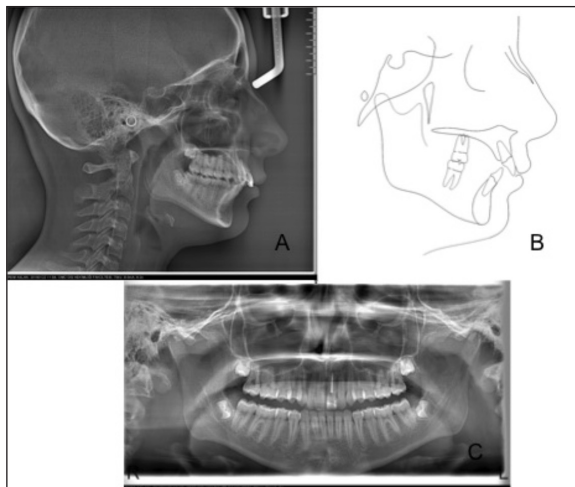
Pretreatment. A. cephalometric radiograph, B. tracing, C. panoramic radiograph
